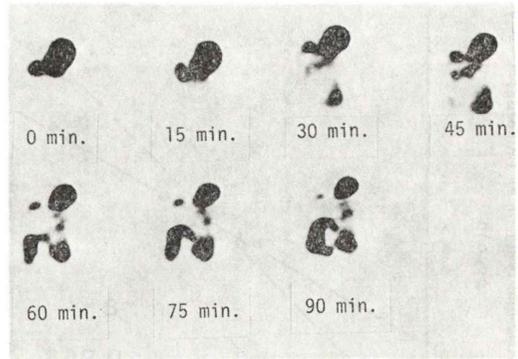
Serial gastric emptying scintigraphy in normal subjects.
